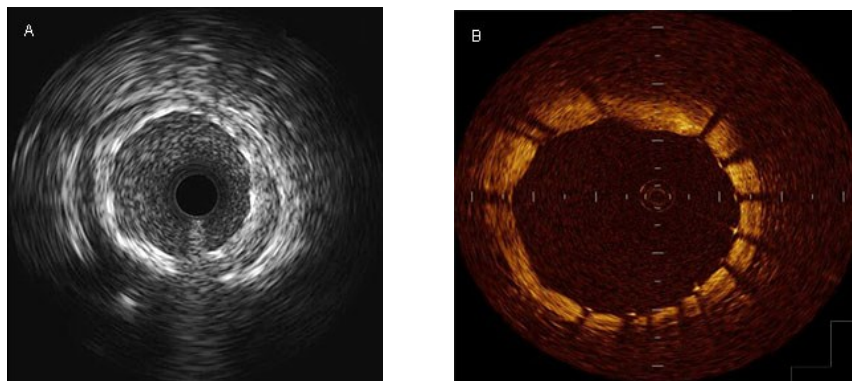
Imagen de IVUS (A) y tomografía de coherencia óptica (B)
